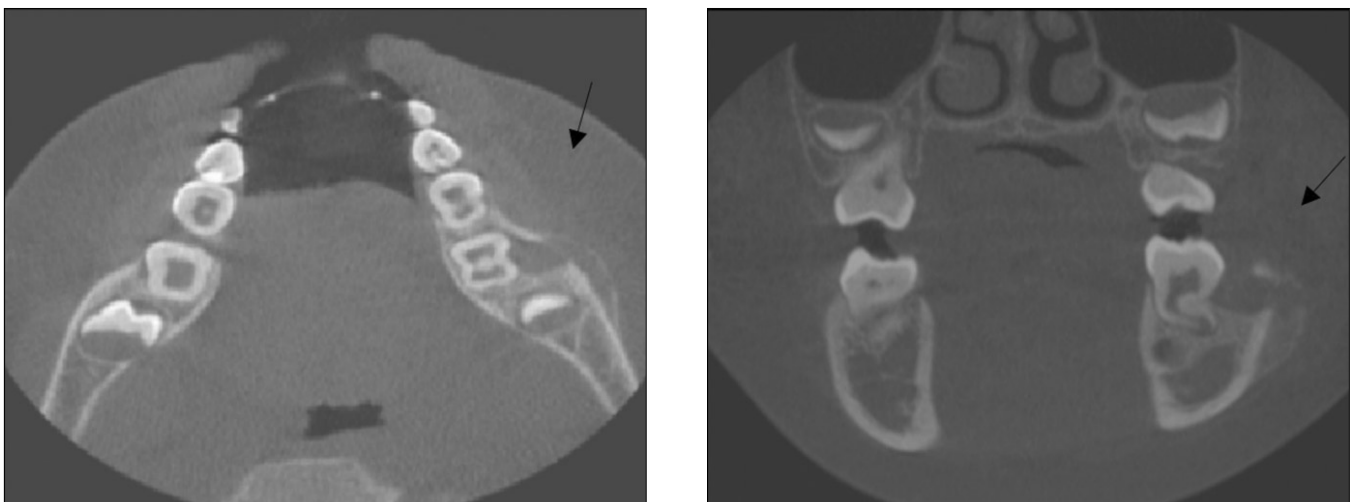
Computed tomographic view shows buccal bony expansion on the left mandibular first molar area.
